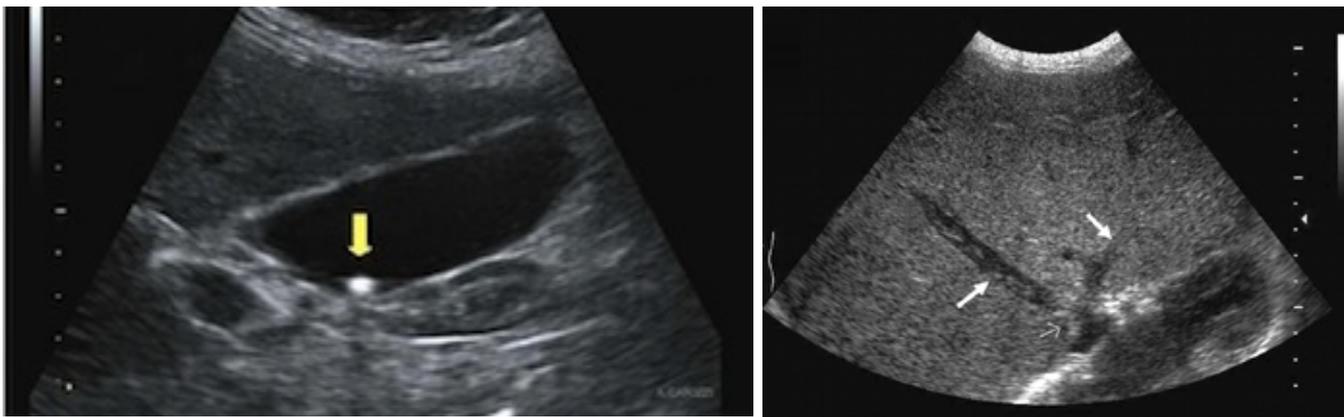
Immagine ecografica di calcolo della colecisti (in alto a sinistra) e di trombosi delle vene sovraepatiche in corso di sindrome di Budd-Chiari (in basso a destra)
